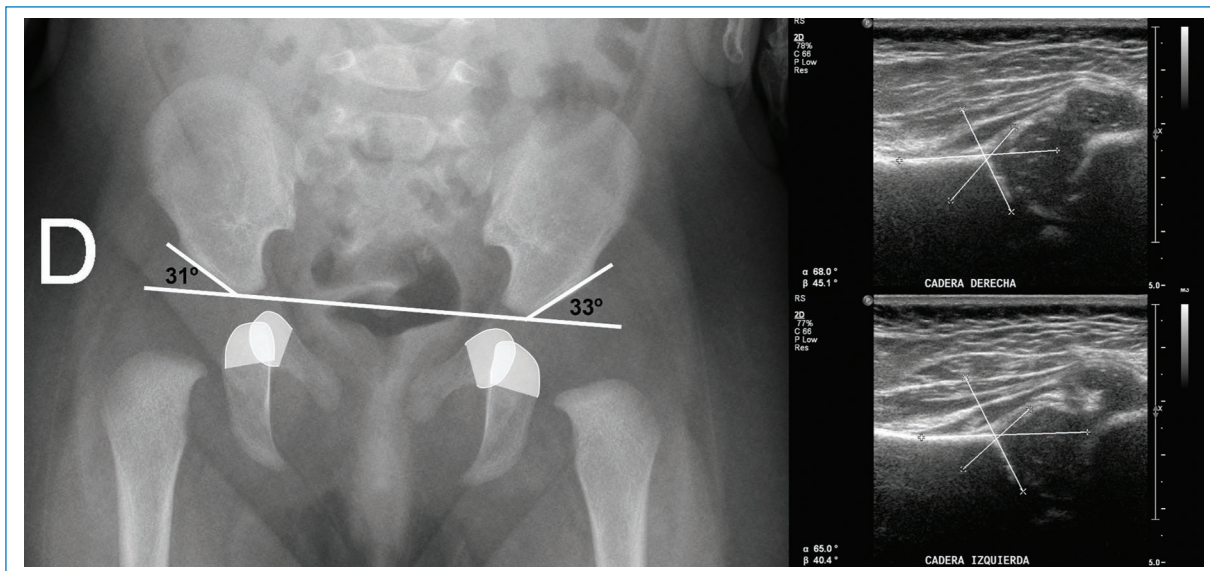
Radiografía de pelvis AP de niña de tres meses de edad, sin factor de riesgo, con la que se diagnosticó DDC bilateral por tener ángulos acetabulares de más de 30°. Técnicamente la radiografía no es óptima para el diagnóstico porque el borde superior del pubis se proyecta por sobre el borde superior del isquion, es decir la radiografía está enderezada o retrovertida, lo que provoca aumento de la oblicuidad del techo acetabular. La ecografía contemporánea de la misma niña muestra caderas morfológicamente normales, con ángulos de Graf conservados.
